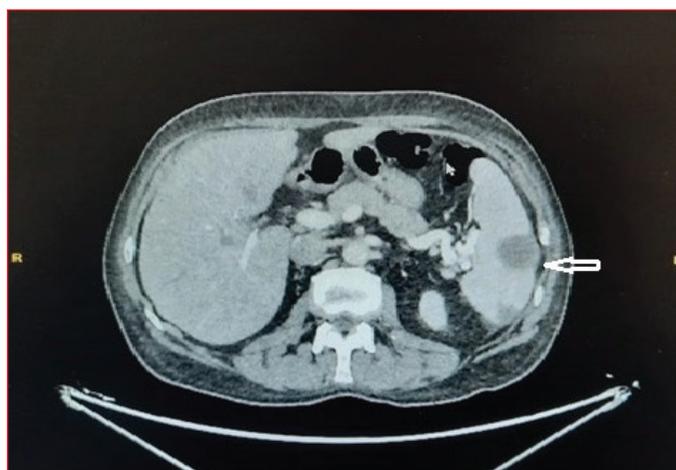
Abdominal CT image, arrow indicates a splenic abscess.
